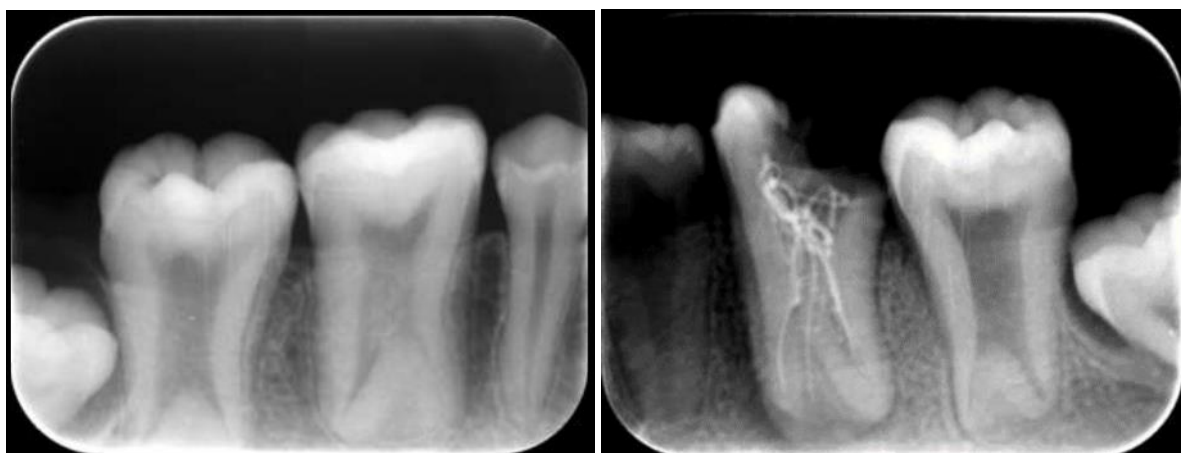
Radiographies panoramique et rétroalvéolaires d'un patient présentant 16, 26, 27, 36, 37, 46 et 47 taurodontiques (245).
